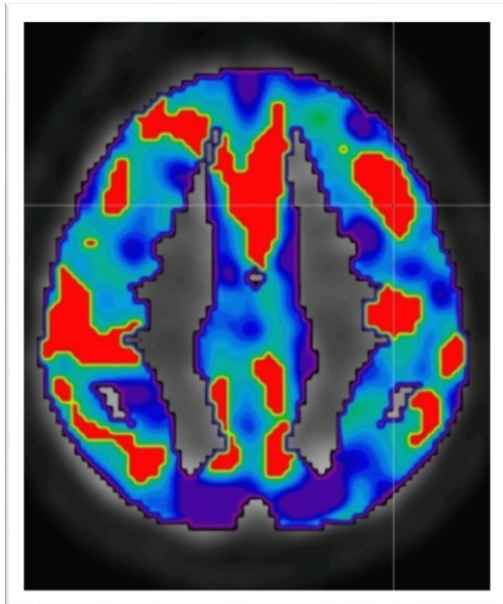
Beispielhafte PET I von Proband JF221034
